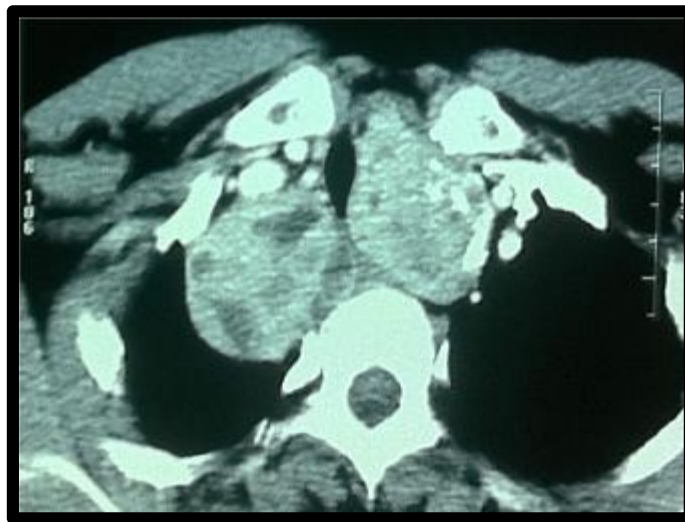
TDM coupe axiale : Goitre plongeant aux dépends des deux lobes thyroïdiens , responsable d'un aspect laminé de la trachée
